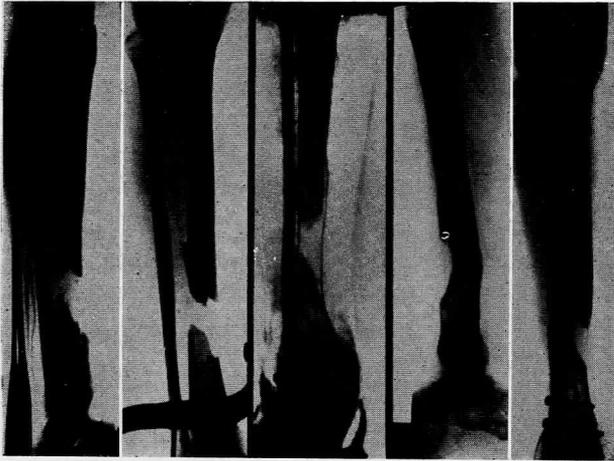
Radiografías correspondientes al caso IV: A, pseudoartrosis con amplia necrosis diafisaria en tercio medio; B, reconstrucción del peroné con aguja de Rush e injerto I.T.P. que no consolida con el segmento tibial distal; C, consolidación con un segundo injerto I.T.P. más distal.
